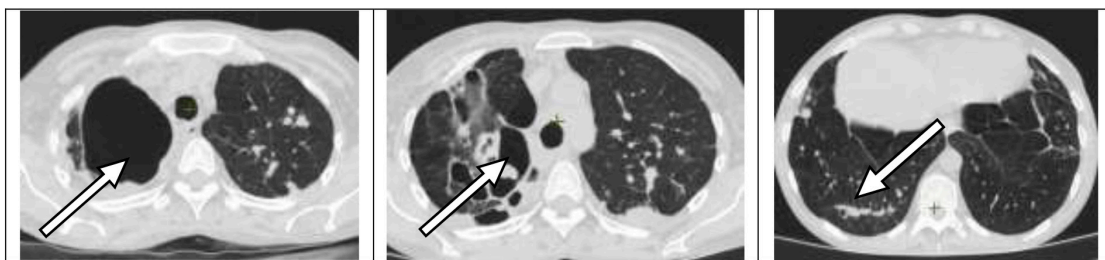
МСКТ органов грудной полости больной К. от 24.10.2022 (описание в тексте)
